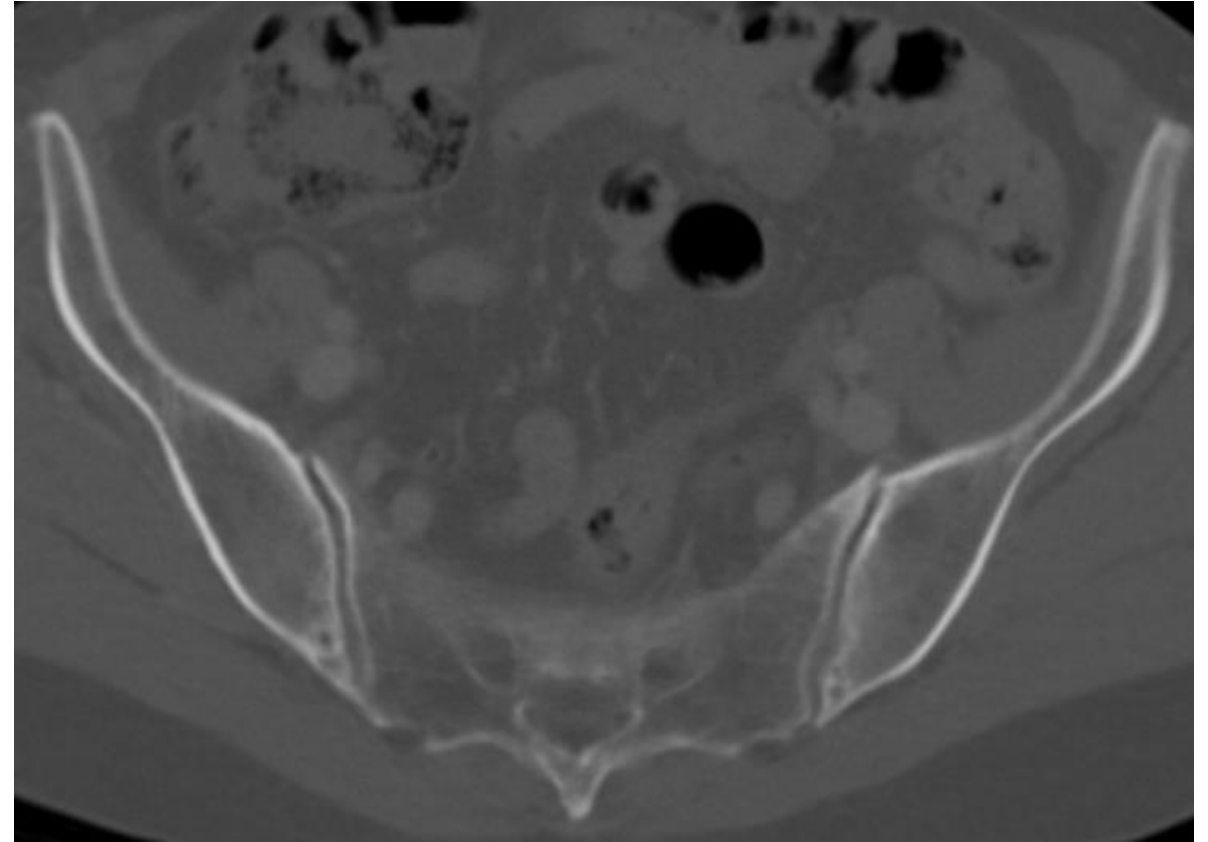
Corte axial de TC de paciente de 66 años con esclerosis y geodas subcondrales en ambas ASI.
